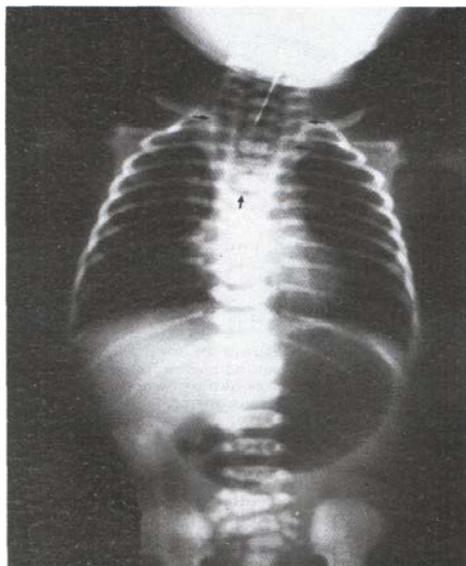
Рентгенография. Расширенный проксимальный сегмент пищевода на уровне Th5 (АП). Газ определяется только в желудке и отсутствует в тонкой кишке (дуоденальная атрезия)
